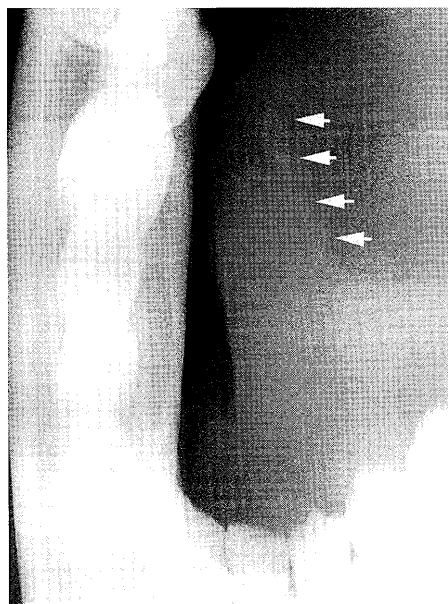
症例2の患者の術直後の咬合法X線写真。右側口底部に細片化された唾石様X線不透過像(矢印)が列をなしているのが観察された。
